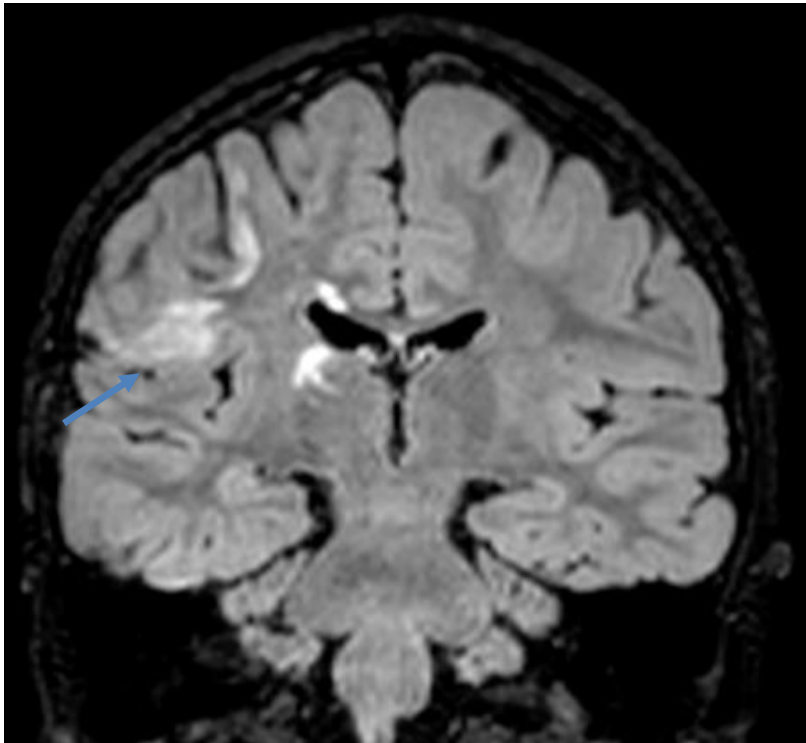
Imagem FLAIR, do primeiro pós-operatório. Corte coronal (ao nível da zona posterior do tálamo) que mostra lesão posterior e superior não ressecada.
